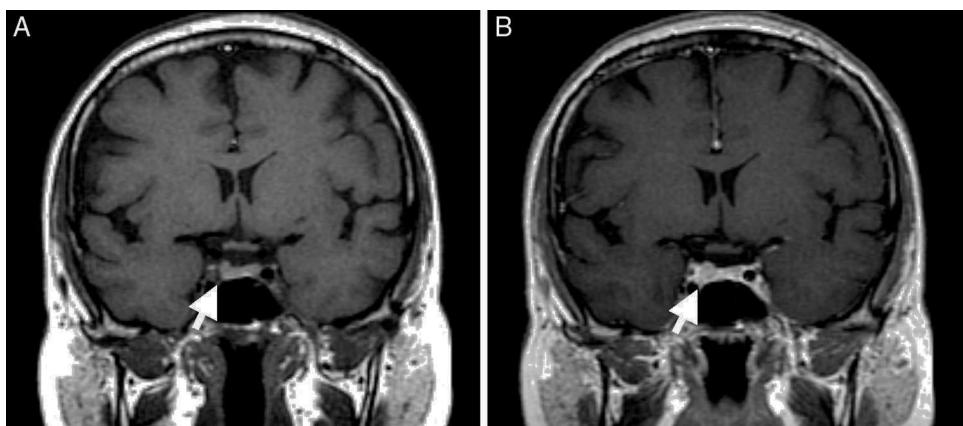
Imagens de ressonância magnética nuclear selar em plano coronal T1 sem (A) e com gadolínio (B). Identifica-se microadenoma na hemi-hipofise direita (seta), com elevação do bordo hipofisário, sem alteração do sinal antes e após contraste.
